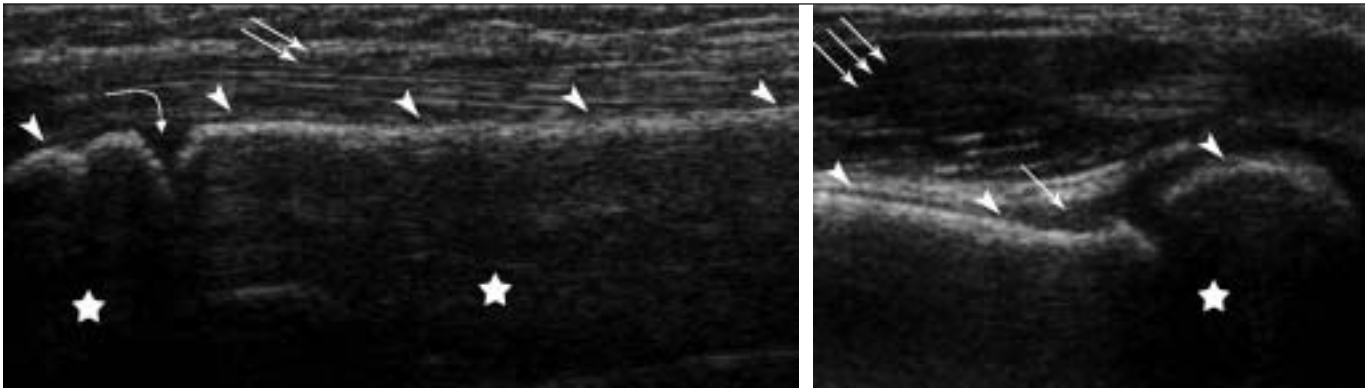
Anatomie squelettique en échographie.
